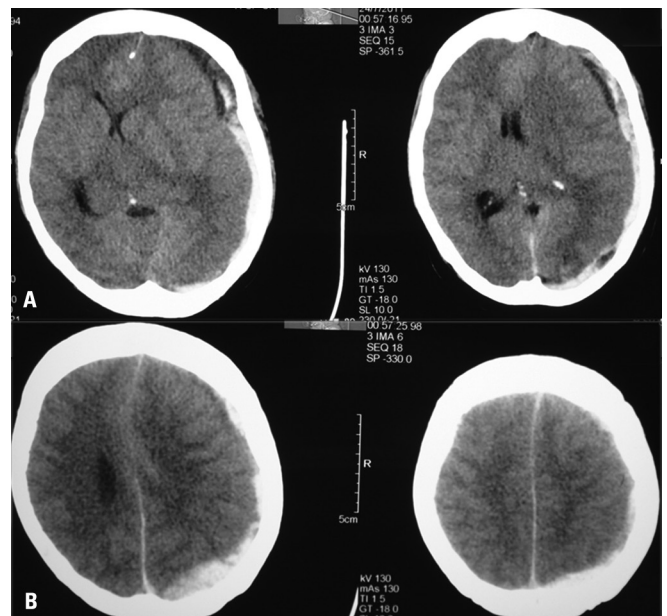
Tomografia computadorizada de crânio evidenciando hematoma subdural agudo com desvio de linha média e hemorragia subcortical no lobo occipital esquerdo.
